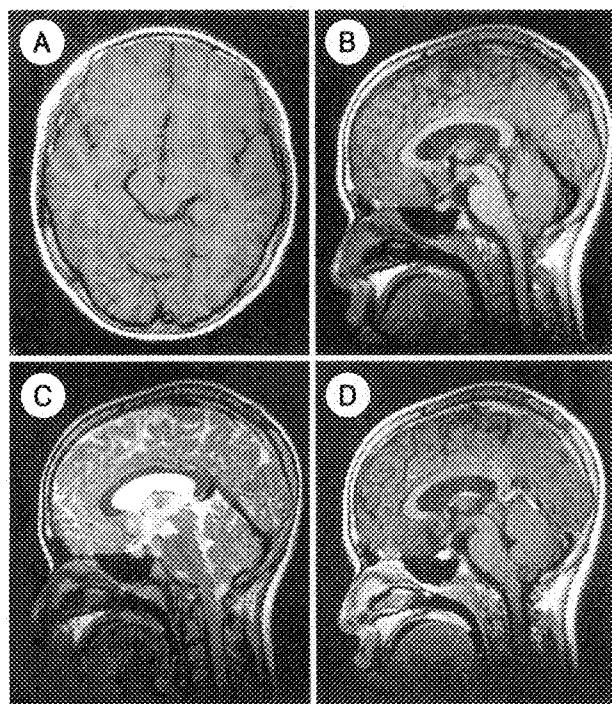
Brain MRI show that the sessile mass originated at the tuber cinereum is isosignal intensity on T1WI (A and B) and slightly high signal intensity on T2WI (C) and not enhanced with Gadolinium (D).
